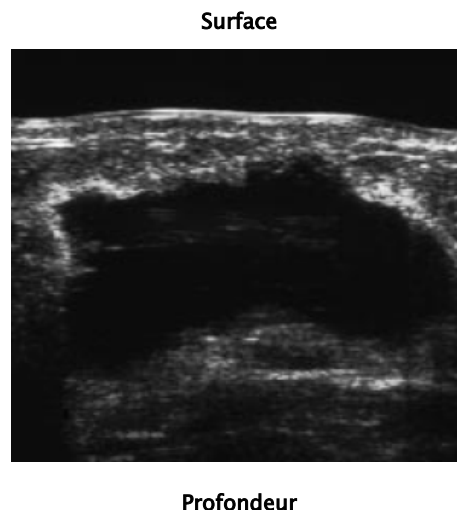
Hématome post opératoire à l'échographie [101].
